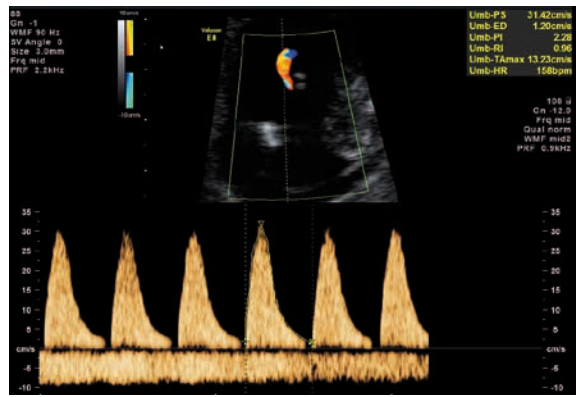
Dopplersonographie der arteriellen und venösen Blutflüsse des Kindes
